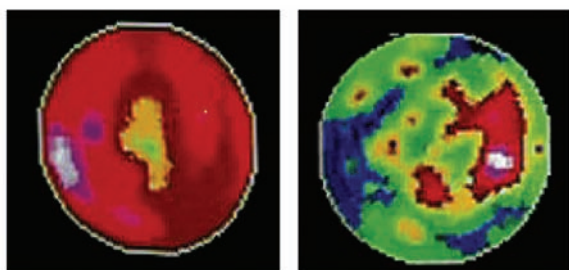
Визуализация рецепторов симпатической нервной системы миокарда: слева – перфузия миокарда при гипертрофической кардиомиопатии, справа – нарушение симпатической активности миокарда у того же пациента.
